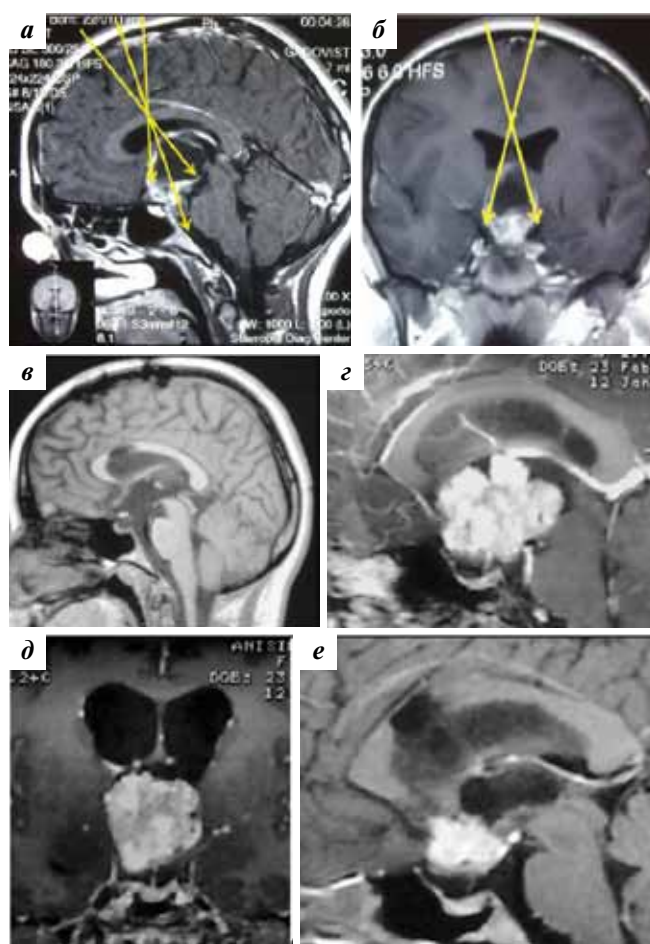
Удаление краниофарингиомы транскаллезным доступом. Наблюдение 1: а, б — МРТ до операции. Стрелками указана зона доступности при транскаллезном доступе; в — МРТ-контроль через 6 мес после радикального удаления опухоли. Наблюдение 2: г, д — МРТ до операции. Опухоль полностью интравентрикулярная. Отчетливо виден стебель гипофиза, «выходящий» из опухоли вниз к гипофизу; е — МРТ через 4 мес после операции. Небольшой остаток опухоли в области дна III желудочка
